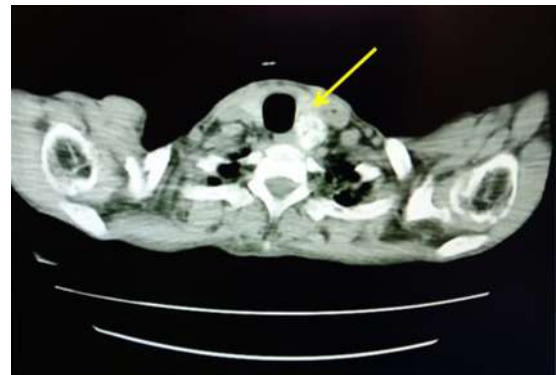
La TC de cuello muestra nódulo heterogéneo de bordes irregulares con calcificaciones internas en topografía paratiroidea izquierda que correlaciona con la palpación cervical.
